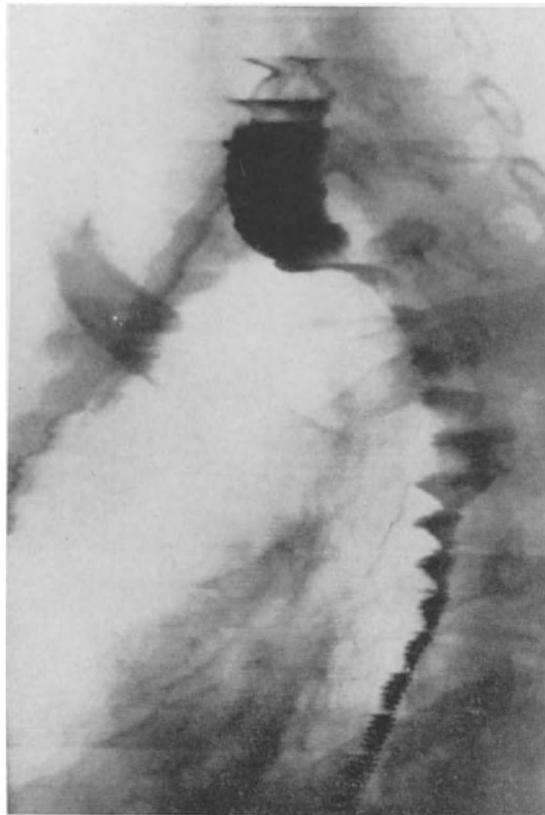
Kymogramm des kontrastgefüllten Oesophagus, bei welchem wegen Paraffinose auf transpleuralem Wege eine Dekortikation durchgeführt worden war. Der Zugang war nicht genügend, um auch das obere Drittel des thorakalen Abschnittes zu befreien. Es blieb dort eine Stenose zurück mit prästenotischer Dilatation. (Das Röntgenbild wurde von Herrn Prof. Dr. PLEIKART STUMPF, München, angefertigt.)
